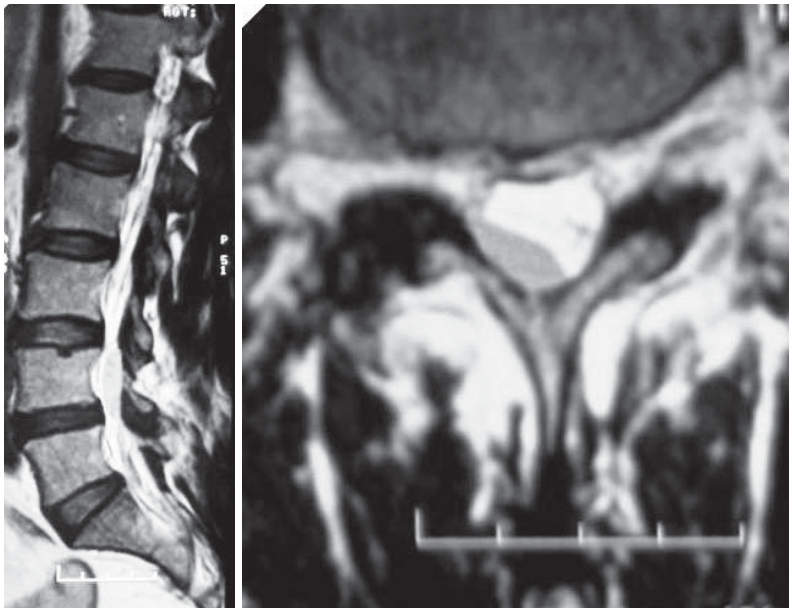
Imágenes de la RMN de columna preoperatoria (octubre 2006) en las que se evidencia el lipoma epidural intraespinal, con características poco habituales.
